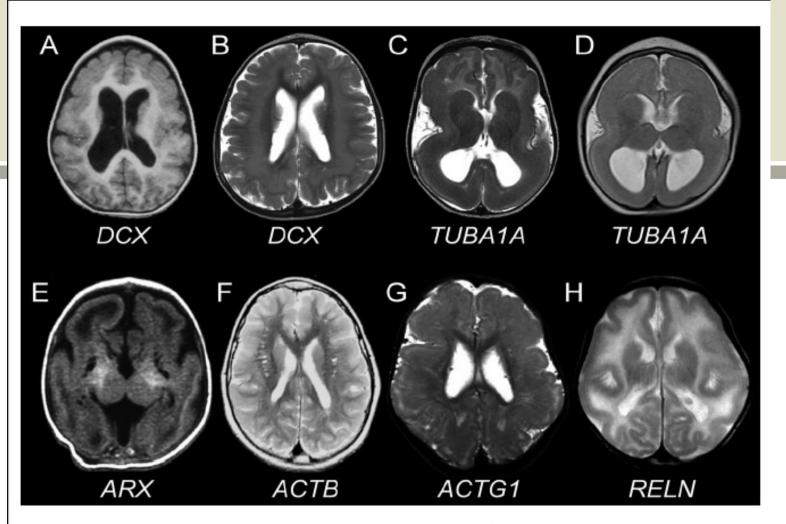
Genetic heterogeneity in lissencephaly. Axial brain scan images of patients with lissencephaly of various genetic causes. The genes mutated are listed under their respective images. (A) anterior-predominant (grade 4b) pachygyria in a male with a DCX mutation; (B) diffuse SBH (grade 6) in a female with a DCX mutation; (C) posterior-predominant classical lissencephaly (grade 3a) due to a p.Arg402Cys mutation in TUBA1A; (D) an almost agyric brain with abnormal basal ganglia due to a p.Arg402His mutation in TUBA1A; (E) modest cortical thickening, agenesis of the corpus callosum and abnormal basal ganglia in a male with an ARX nonsense mutation; (F) a Baraitser–Winter syndrome patient with an ACTB mutation and anterior-predominant pachygyria; (G) as (F) but with an ACTG1 mutation; (H) modest cortical thickening and A>P gradient in a patient with homozygous RELN mutations. (A) and (E) are from T1-weighted MRIs, the rest are T2-weighted.
